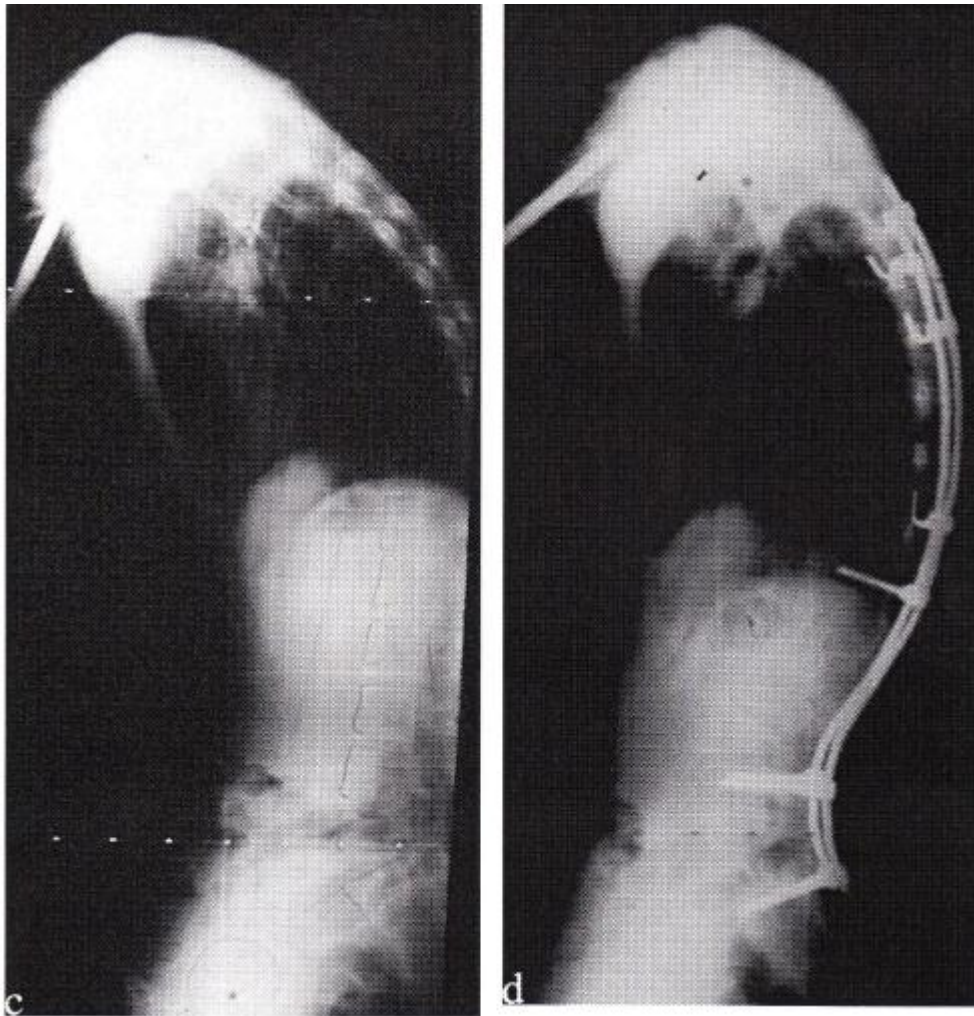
Radiographie de profil préopératoire (c) et postopératoire (d)[209]
